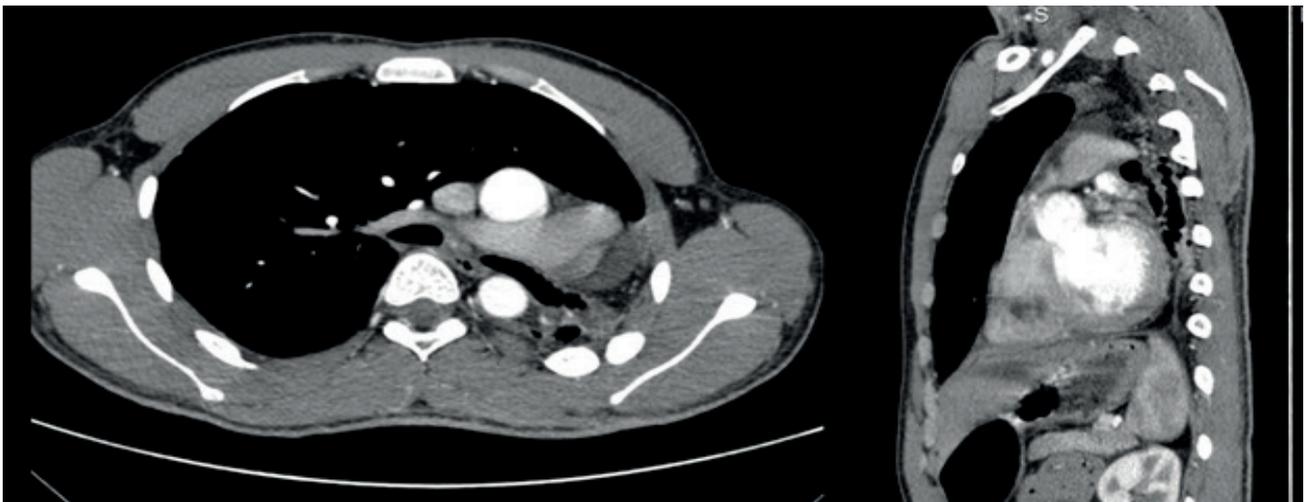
МСКТ ОГК до операции.
